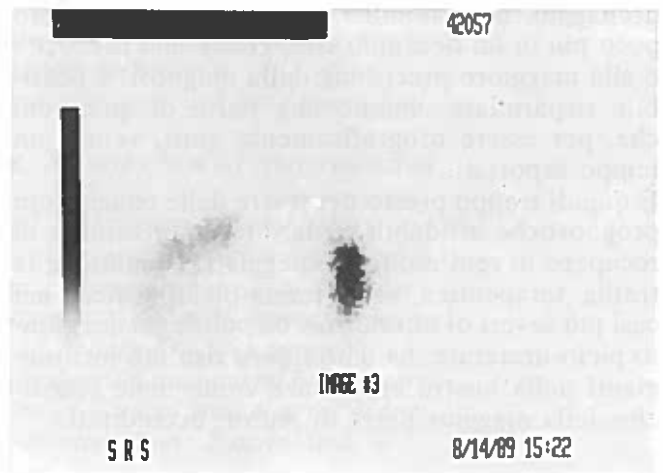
diagnosi prenatale di dilatazione renale sinistra massiva alla 35^a settimana di vita intrauterina. a) Rx-urografia e.v. a 15 gg. di vita: a tre ore dall'inizio dell'indagine, enorme dilatazione delle cavità calico-pieliche sinistre solo lievemente opacizzate, mancata visualizzazione dell'uretere. b) scintigrafia renale sequenziale con Tc99mDTPA a 15 gg.: ridotta e irregolare fissazione parenchimale; vasta zona di ipocaptazione al terzo medio (FG sn. 8 ml/min). c) controllo radioisotopico 1 m dopo nefrostomia percutanea (FG sn. 20 ml/min). d) controllo dopo 11 mesi (FG sn. 30 ml/min).
